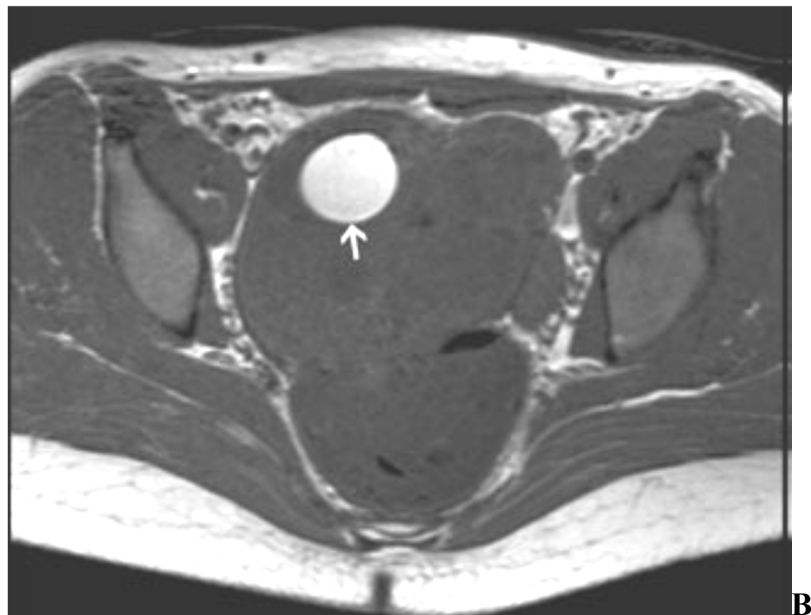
(A) coupe IRM sagittale T2.(B):coupe IRM axiale T1 d'un t ratome mature multi locul  ovarien droit :le niveau de la coupe b est indiqu e sur l'image (A).une seule logette pr sente un contenu s bac  .les autres contiennent un liquide s reux.
